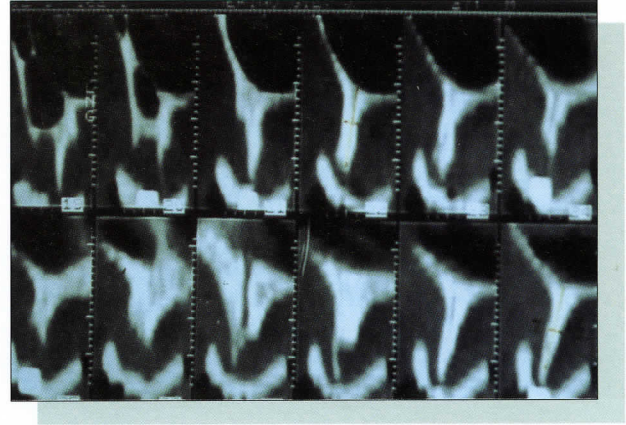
Tomografía axial computada maxilar, programa Dentascan, donde se aprecia, a tamaño 1:1, la estrecha cresta ósea alveolar superior del paciente de las figuras 2 a 5.
